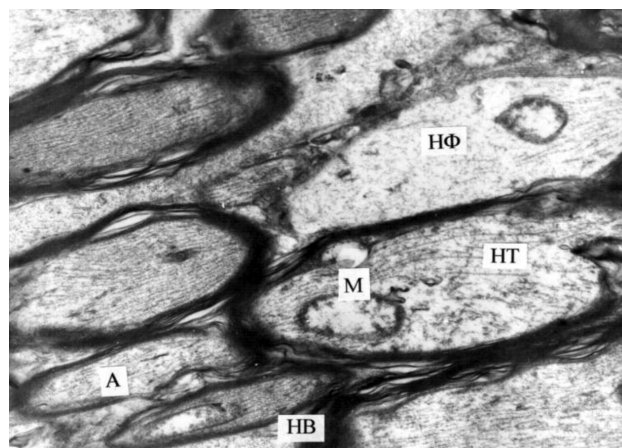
Ультраструктура аксонов зрительного нерва кролика через 1 месяц после моделирования контузии легкой степени. Патологические изменения аксонов. Электронная микрофотография. X 12 000. Условные обозначения: А — аксон, НВ — нервное волокно, МО — миелиновая оболочка, НФ — нейрофиламенты, М — митохондрия.
